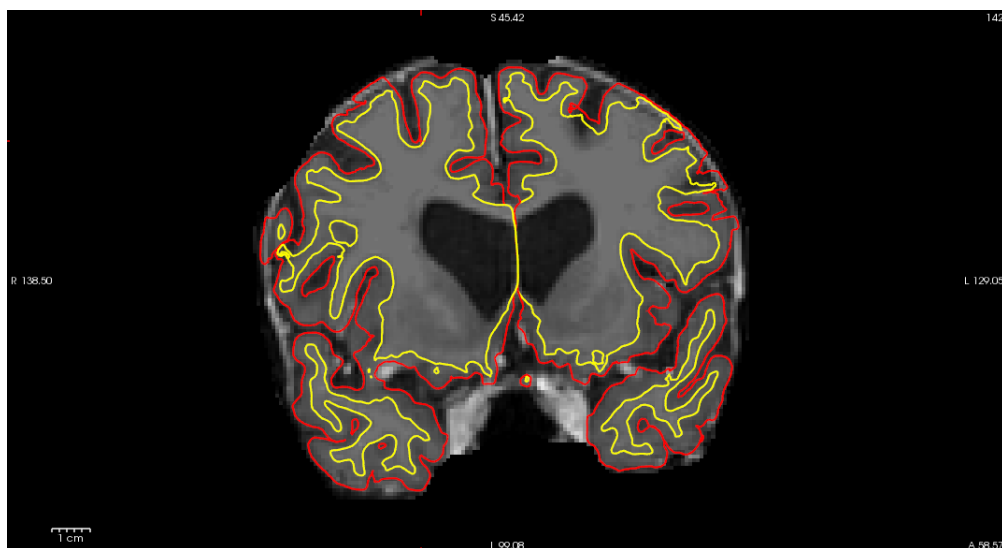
Delimitación de la frontera entre la materia blanca y la materia gris en FreeSurfer de una imagen de resonancia magnética con un corte transversal.
